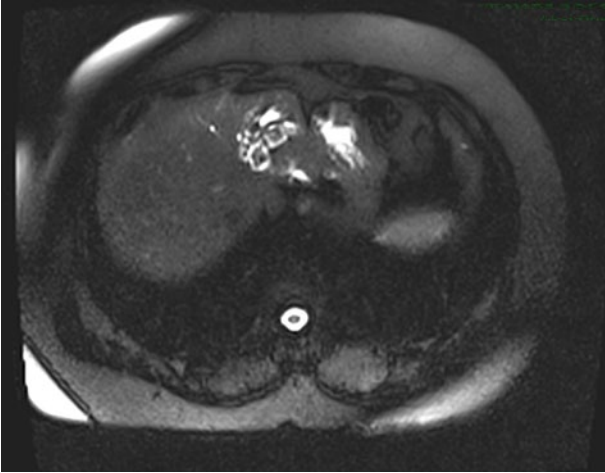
Resonancia magnética axial en secuencia HASTE T2, se observa la dilatación focal de la vía biliar e imágenes compatibles con hepatolitiasis en lóbulo hepático izquierdo.
